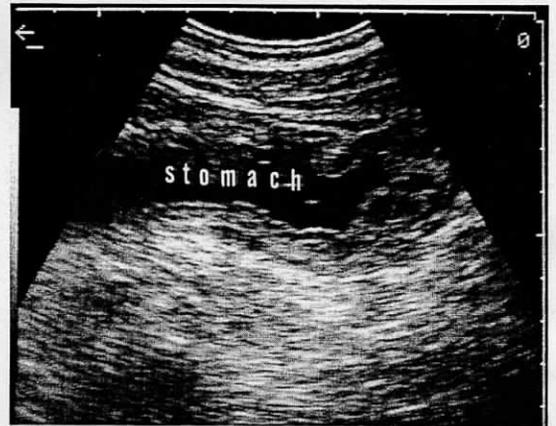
Borrmann 4型胃癌 胃壁と層の肥厚、不鮮明な層構造、不均一な顆粒状の内部エコー像が認められる。
